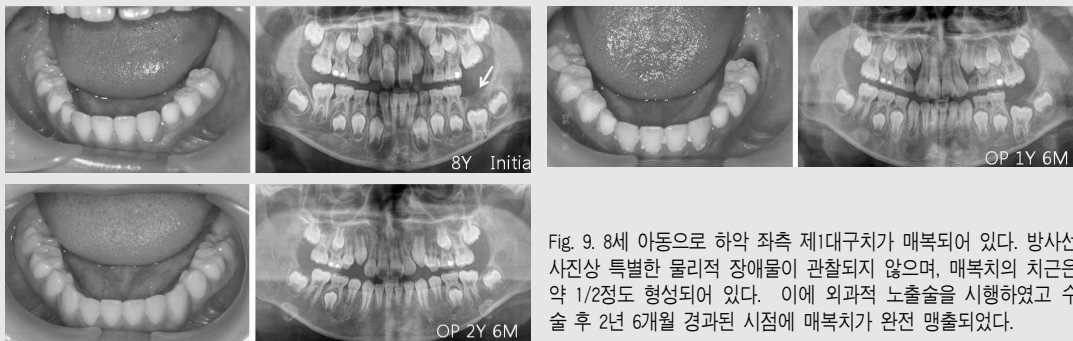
8세 아동으로 하악 좌측 제1대구치가 매복되어 있다. 방사선 사진상 특별한 물리적 장애물이 관찰되지 않으며, 매복치의 치근은 약 1/2정도 형성되어 있다. 이에 외과적 노출술을 시행하였고 수술 후 2년 6개월 경과된 시점에 매복치가 완전 맹출되었다.
